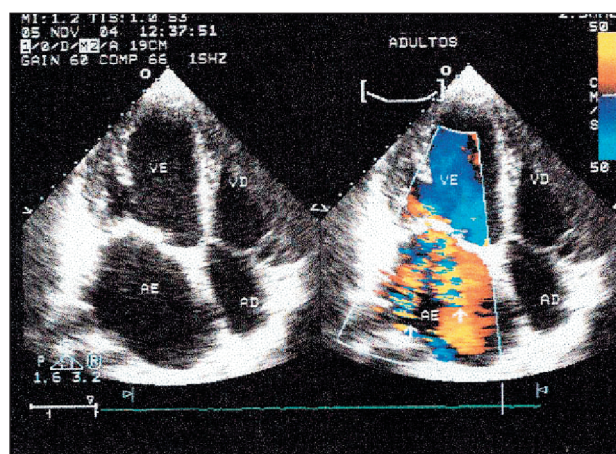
Mapeamento de fluxos em cores na insuficiência mitral. Mapeamento de fluxos em cores no corte apical de quatro câmaras. VE - ventrículo esquerdo, VD - ventrículo direito, AE - átrio esquerdo, AD - átrio direito e flechas - regurgitação mitral importante no Doppler colorido.
